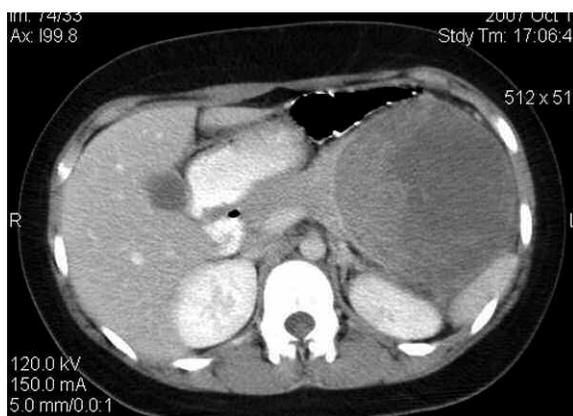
TC con contraste. Corte a nivel del epigastrio. La lesión refuerza de manera heterogénea. Nótese la relación con la región región córpore-caudal del páncreas.
